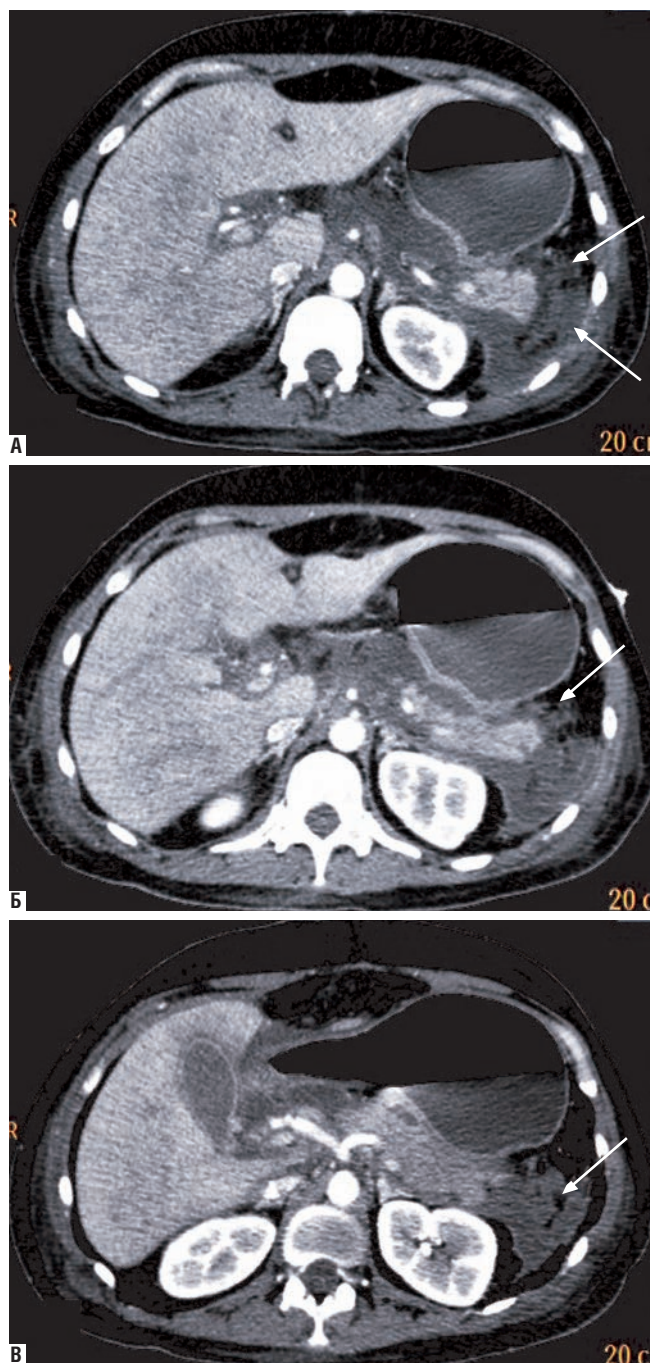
Изолированный некроз жировой клетчатки. Представлена серия последовательных томограмм, выполненных в артериальную фазу контрастного усиления на уровне тела и хвоста железы (А, Б, В). В паренхиме поджелудочной железы очаги деструкции не определяются. Вокруг тела и хвоста железы наряду с жидкостью выявляются участки некроза жировой клетчатки, денситометрический показатель которых выше показателя от жидкости (стрелки)
